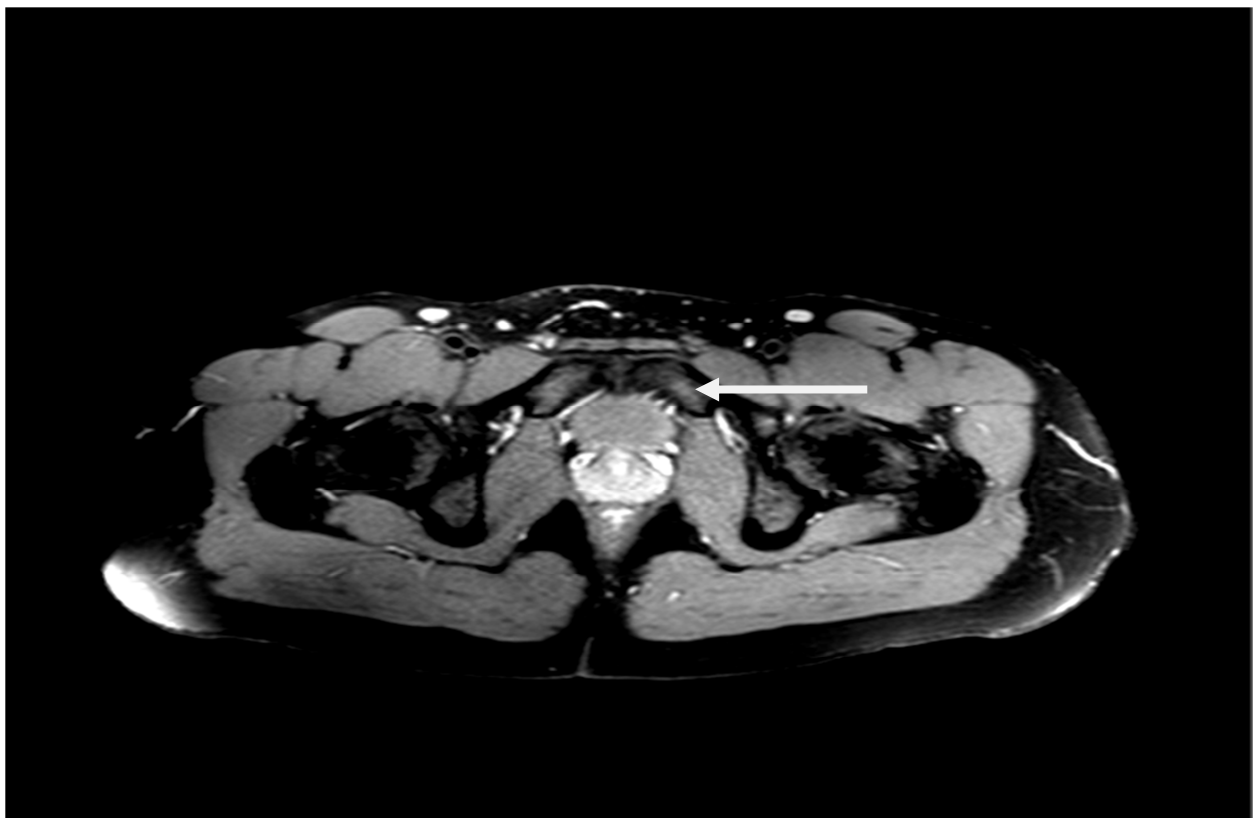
Präoperatives MRT des kleinen Beckens (SPIR-Sequenz, axial) mit Knochenödem im symphysennahen Os pubis einseitig
